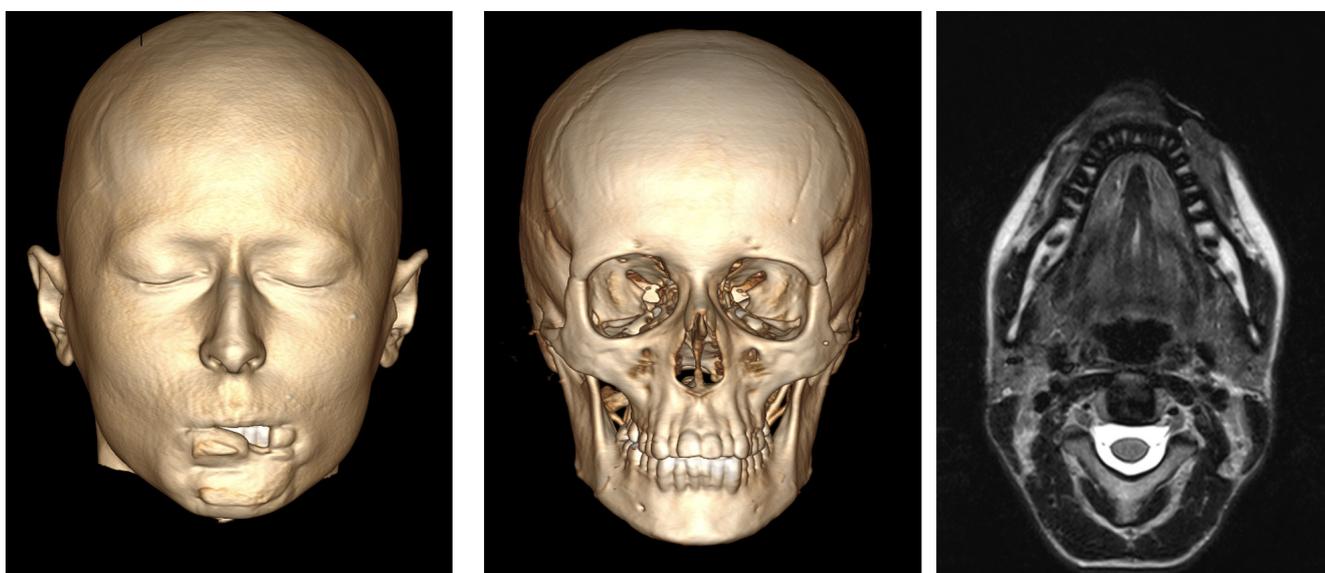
МСКТ с контрастным усилением и МРТ ЧЛО до операции: в области дефекта инородные объекты не визуализируются
